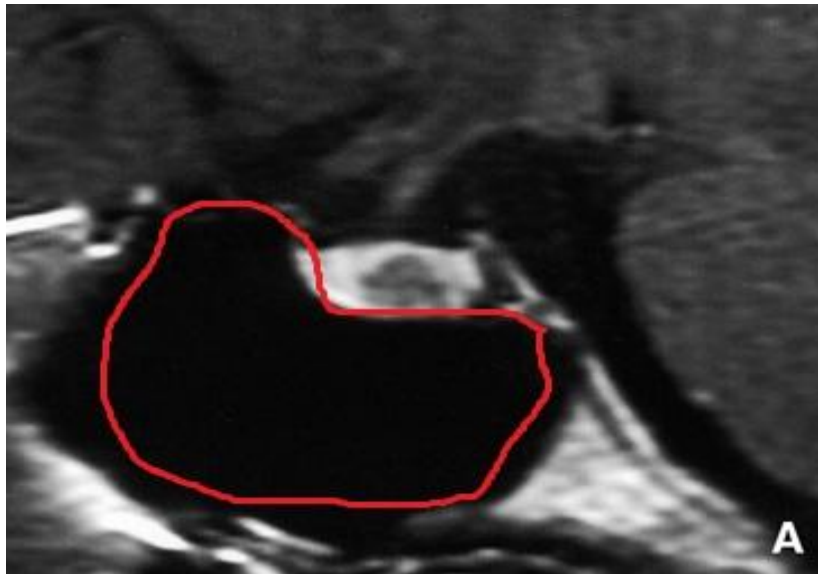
Imagerie par résonance magnétique (IRM) en coupe sagittale en séquence T1 : microadénome en hyposignal entouré de tissu hypophysaire sain (Gaillard, 2010).
